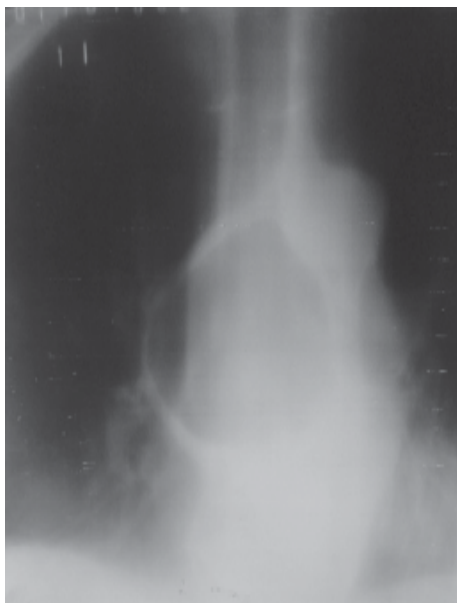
Tomografía lineal del tórax. Quiste broncogénico.
